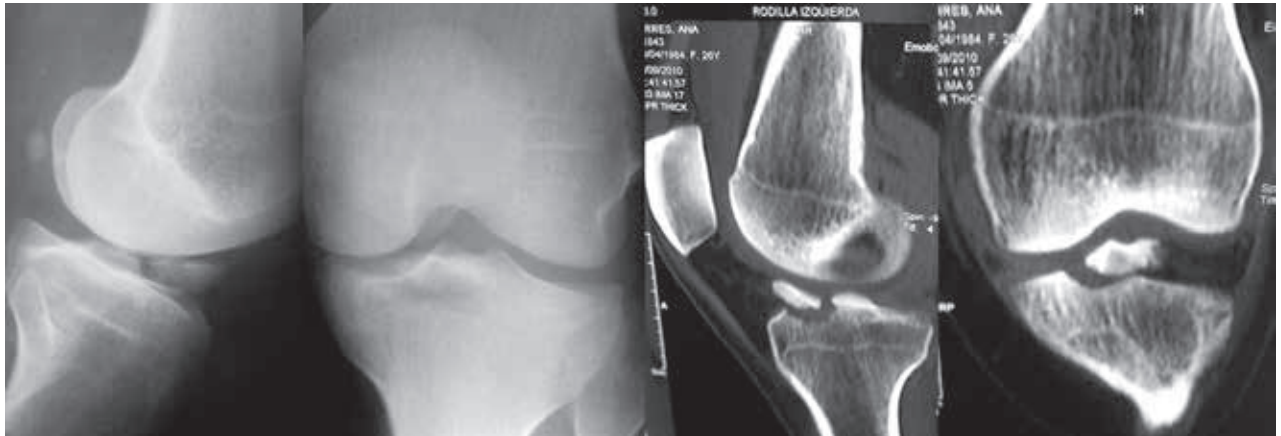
Imágenes preoperatoria, radiografías a la izquierda y TAC .
